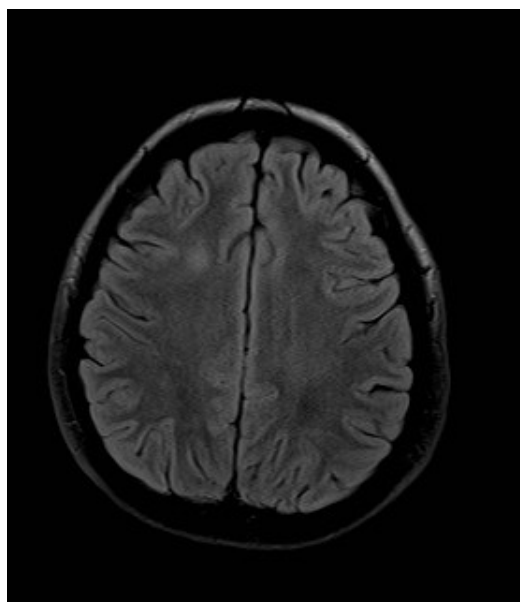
RM con hiperintensidad en FLAIR
